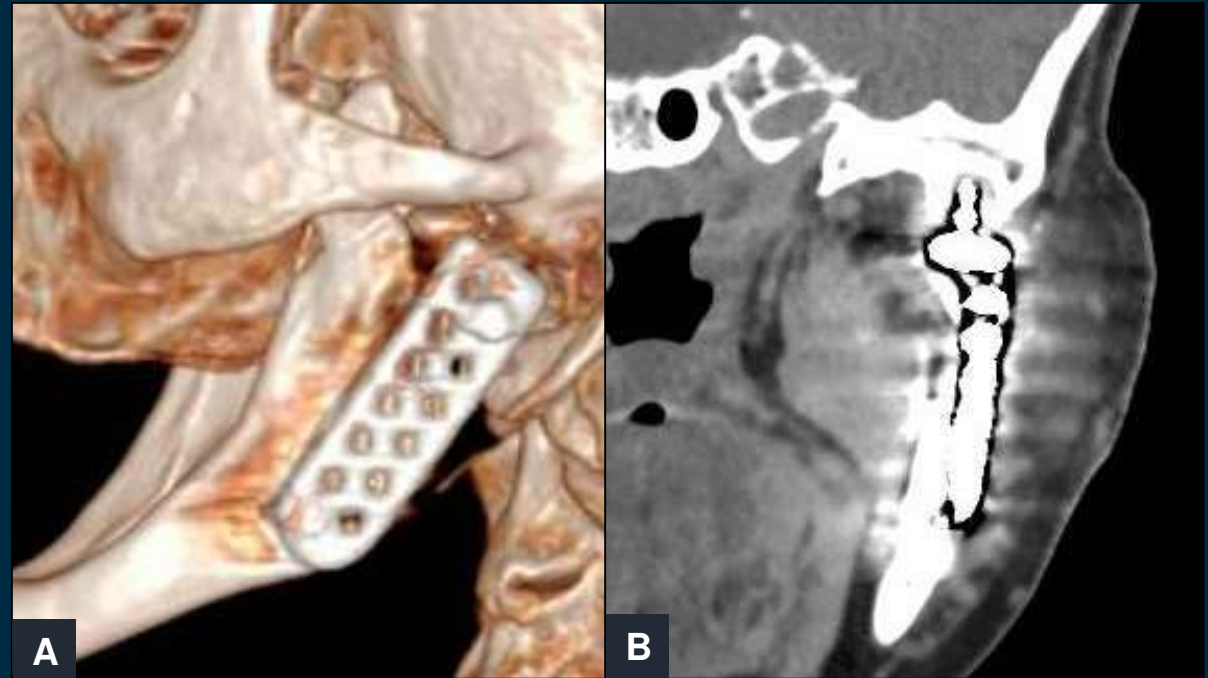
Prótesis de ATM izquierda con componente mandibular anclado al tubérculo articular mandibular, imágenes 3D (A) y coronal (B) de TC de mandíbula.
